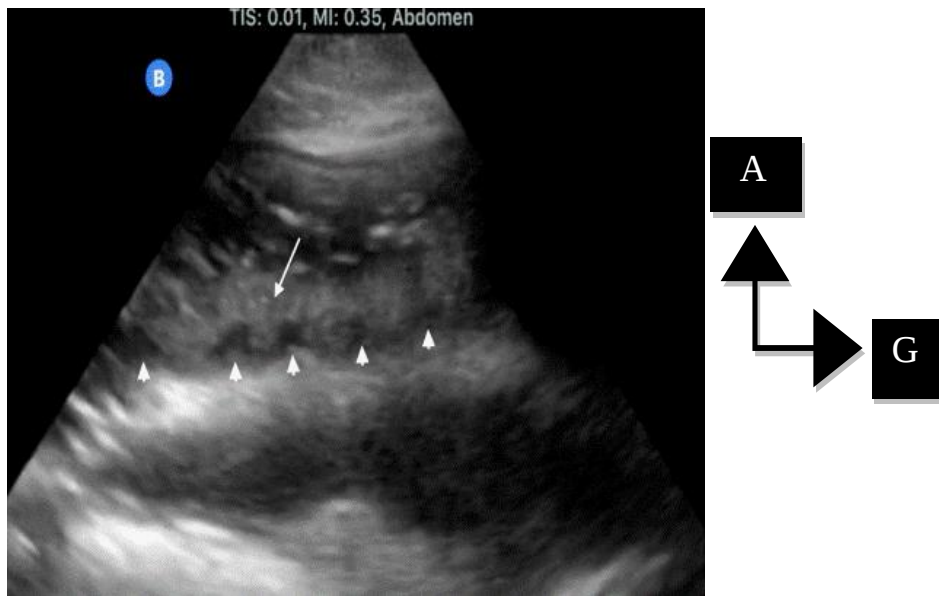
Aspect échographique d'une Tuberculose iléo-caecale. [44]
